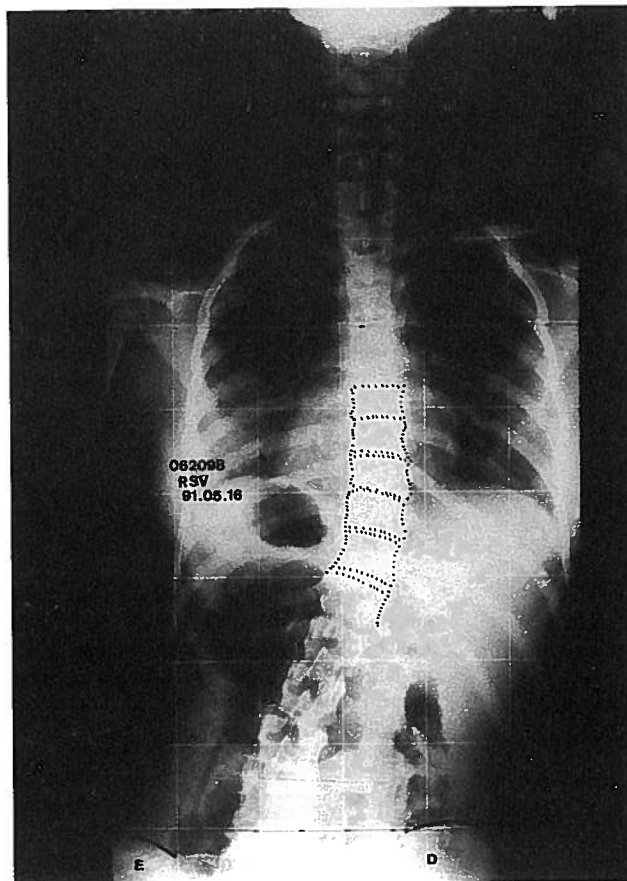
Radiografia postero-anterior da coluna vertebral da mesma doente, em carga, que revela escoliose de padrão anômalo com desvio nítido do tronco para a direita.
